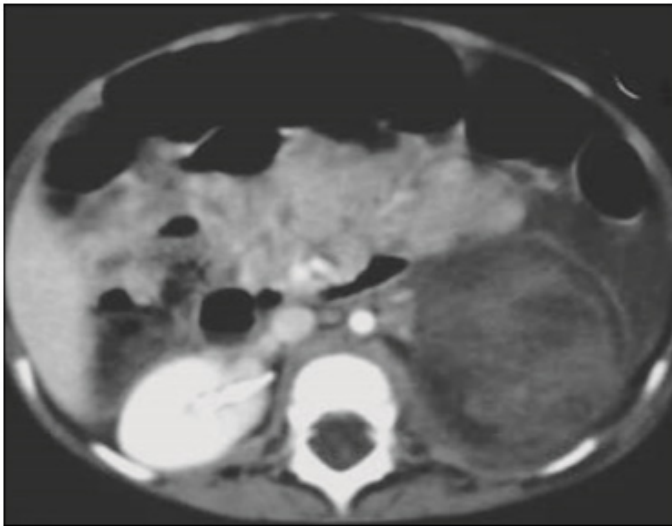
Anak perempuan dengan hematoma perirenal . Potongan sagittal CT scan kontras menunjukkan laserasi ginjal yang berhubungan dengan hematoma perinefrik yang meluas ke ruang perirenal.
